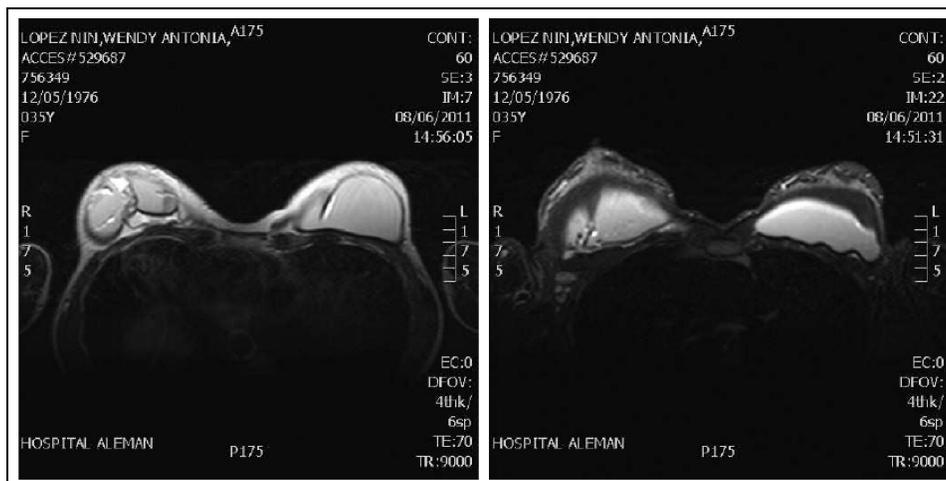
Resonancia magnética nuclear. Ruptura extracapsular protésica.
